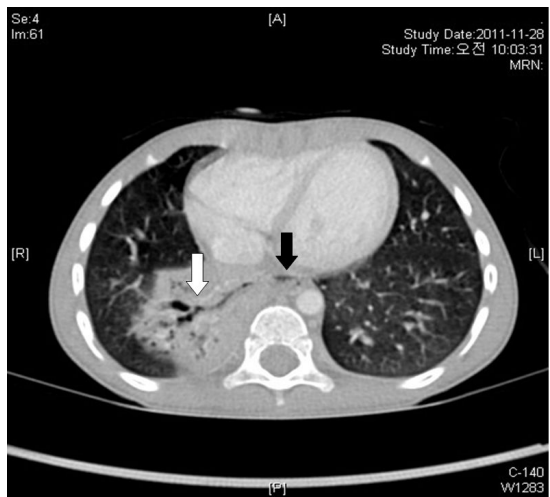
Axial chest computed tomography reveals unusual approximation between the right bronchus (white arrow) of pathologic area and the dilated air-contained esophagus (black arrow).
